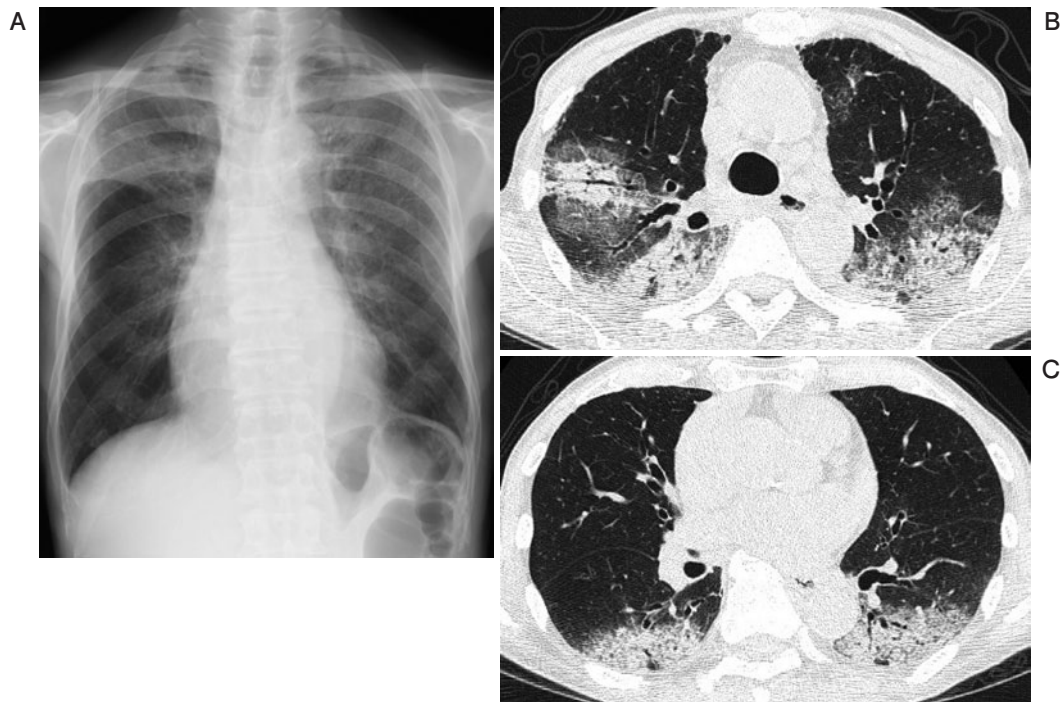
(A) Chest X-rays on admission show ground-glass opacities and reticular shadows in bilateral upper-lung fields. (B, C) Chest CT scans on admission show nonsegmental consolidations, reticular shadows, and ground-glass opacities in all lobes of lungs. Some scans show strong consolidations around the bronchi.
